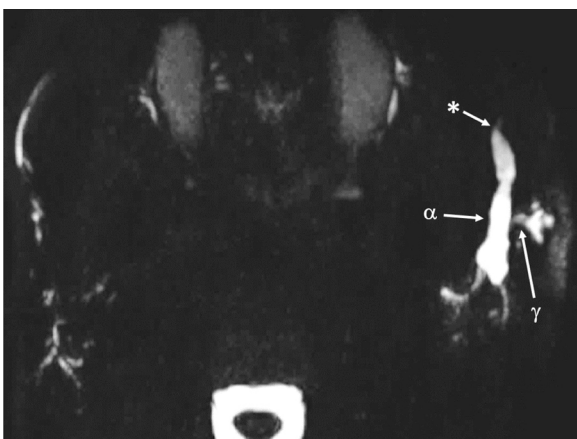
Reconstrução MIP de projeção axial de sialografia por RM em 3D, mostra a presença de pequenos ductos anteriores e laterais à glândula parótida esquerda que drenam para o ducto de Stensen principal (α), em conformidade com um lobo parotídeo acessório. O ducto de Stensen mostra-se gravemente dilatado (γ) secundário a um acentuado estreitamento distal (*).
